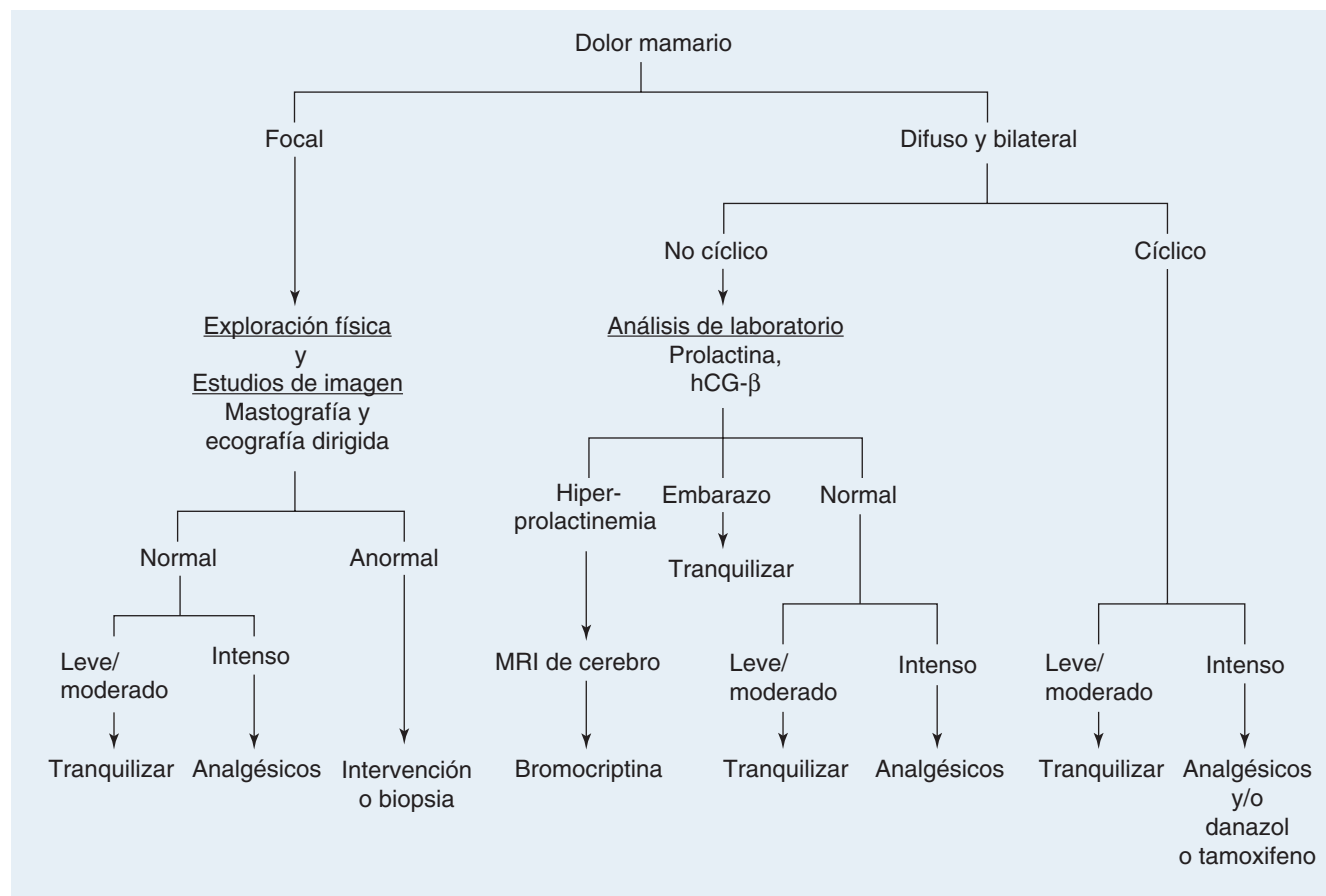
Algoritmo diagnóstico para valorar la mastalgia. Frecuentemente se utiliza aceite de primula o vitamina E para el dolor leve o moderado, pero sus efectos no superan a los del placebo. hCG = gonadotropina coriónica humana; MRI = resonancia magnética.
